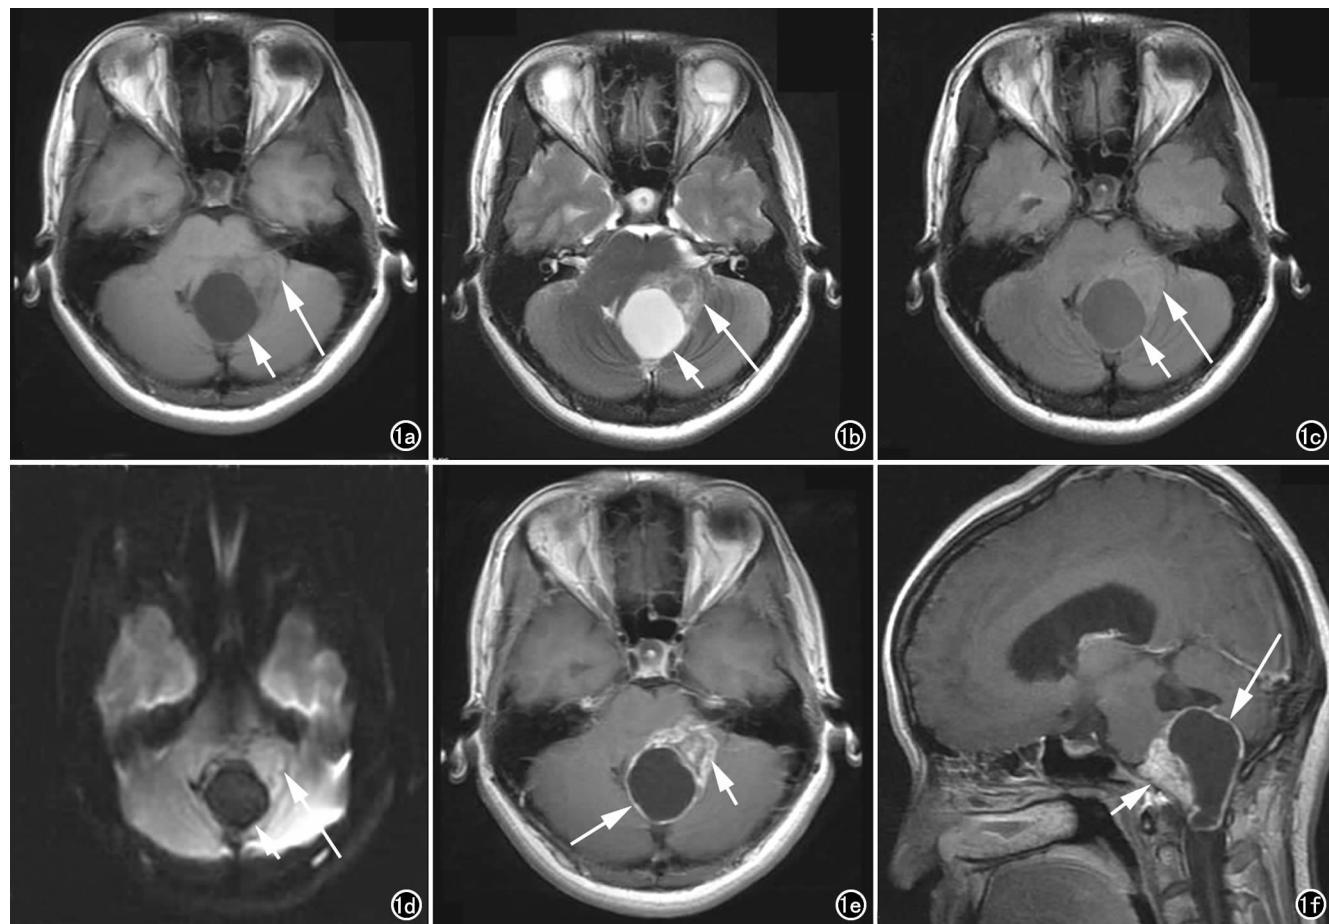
四脑室区神经鞘瘤。四脑室区囊实性肿块,实性部分位于左侧桥脑小脑交界处,囊性部分位于原四脑室区,周围无明显水肿。a) MRI横断面扫描  $T_1$  WI 示实性部分呈不均匀略低信号(长箭)、囊性部分呈均匀低信号(短箭); b)  $T_2$  WI 示实性部分呈不均匀等高信号(长箭)、囊性部分呈明显高信号(短箭); c) FLAIR 示实性部分呈略高信号(长箭)、囊性部分呈低信号(短箭); d) DWI 示实性部分呈略高信号(长箭)、囊性部分呈低信号(短箭); e) 增强扫描横断面示实性部分不均匀明显强化(短箭)、囊壁强化(长箭); f) 增强扫描矢状面示实性部分不均匀明显强化(短箭)、囊壁强化(长箭),四脑室被向右、向上推移压扁。
